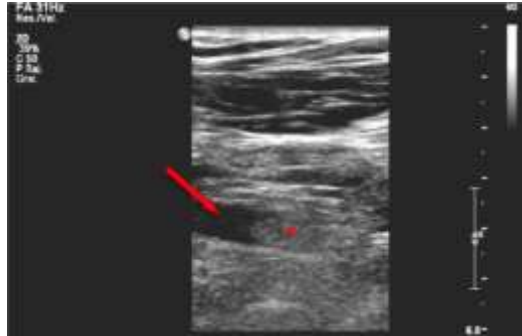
Ecografía en modo B del MSL. En el origen de la arteria axilar (flecha) se visualiza una interrupción del lumen por material ecogénico (*), en relación probable con trombosis.
